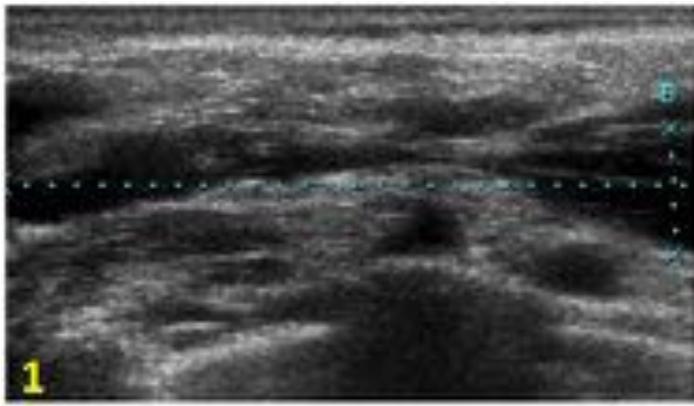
Niña de 9 años con linfangioma resistente supraclavicular. (1-3): Ecografía en plano axial que muestra linfangioma macroquístico, tras dos sesiones con OK432. El engrosamiento septal se interpreta como cambios postratamiento. (4,5): Quistografía de máximo volumen y drenaje ad libitum, con posterior instilación de Picibanil concentrado. (6,7) Ecografía de control tras 8 sesiones de OK432. Fue necesaria una sesión con etoxisclerol, sin ser necesarias más intervenciones posteriores.
